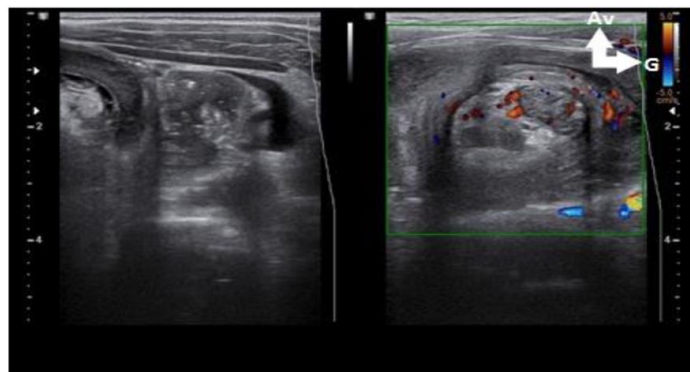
Vascularisation normale au Doppler couleur d'un boudin d'invagination chez un nourrisson de 3 mois.
